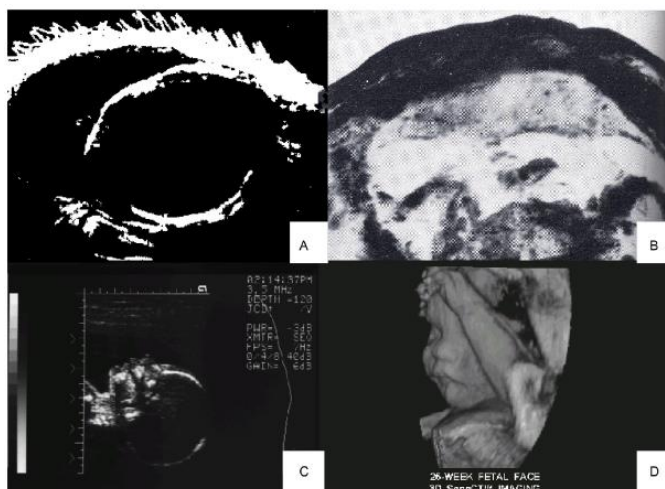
Evolución del Ultrasonido
